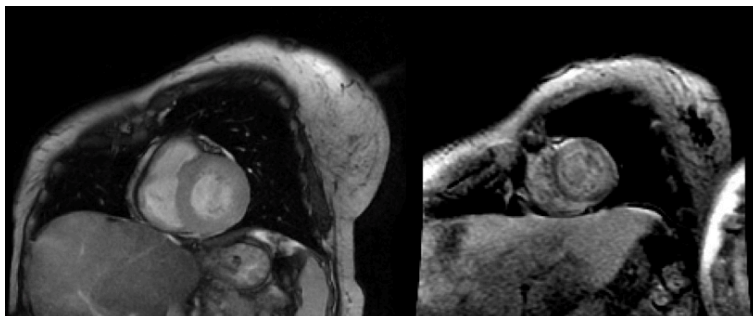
Ressonância magnética cardíaca demonstrando espessamento circunferencial e simétrico do miocárdio ventricular esquerdo e realce tardio subendocárdico global.
